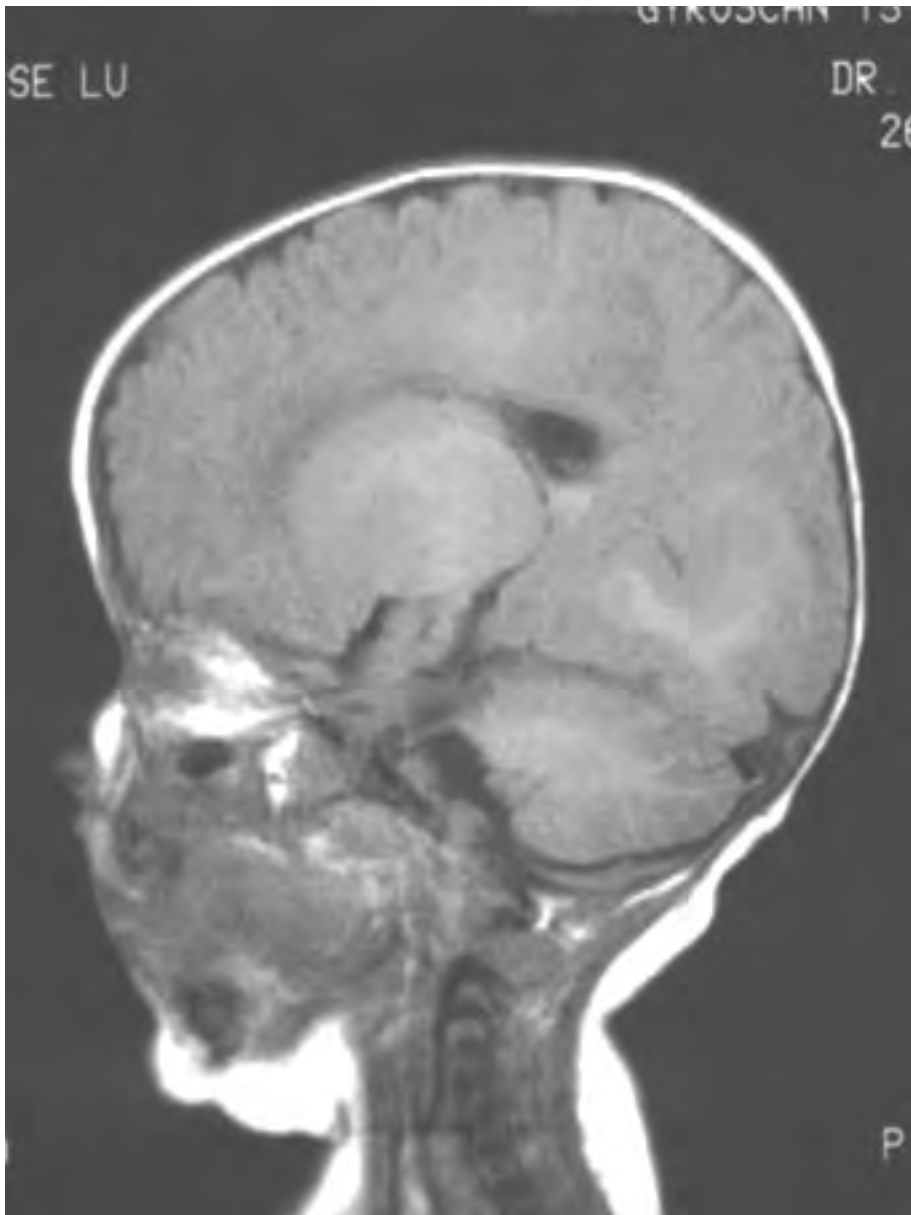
Imagen de RM potenciada en T1 mostrando heterotopia subependimal que afecta a ambos ventrículos laterales, con formaciones nodulares de la misma intensidad de señal que sustancia gris
